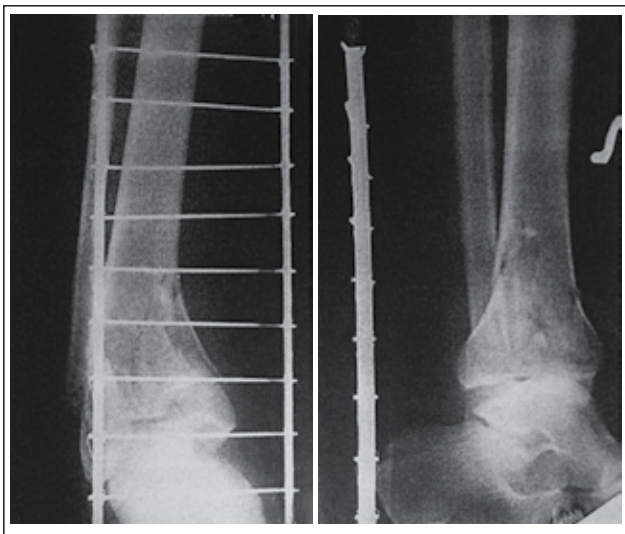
Фотовідбитки рентгенограм пацієнтки А. при надходженні до стаціонару
